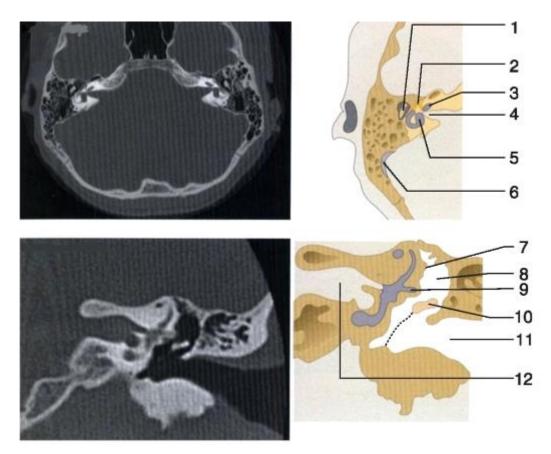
Компьютерная томограмма височных костей в норме (аксиальная и коронарная проекция): 1 - эпитимпанум с молоточком и наковальней; 2 - лицевой нерв; 3 - улитка; 4, 12 - внутренний слуховой проход; 5 - преддверие лабиринта и полукружный канал; 6 - сигмовидный синус; 7 - сагиттальный полукружный канал; 8 - эпитимпанум; 9 - горизонтальный полукружный канал; 10 - молоточек; 11 - наружный слуховой проход
